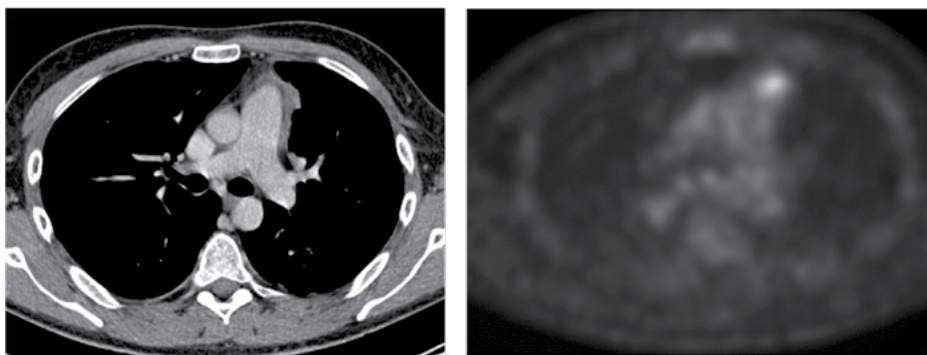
ПЭТ-КТ от 30.09.2020. Остаточная лимфоидная ткань переднего средостения слева
